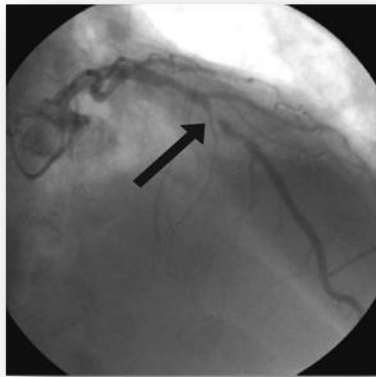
Detección de trombos en una arteria por medio de MRI. <sup>17</sup>*
